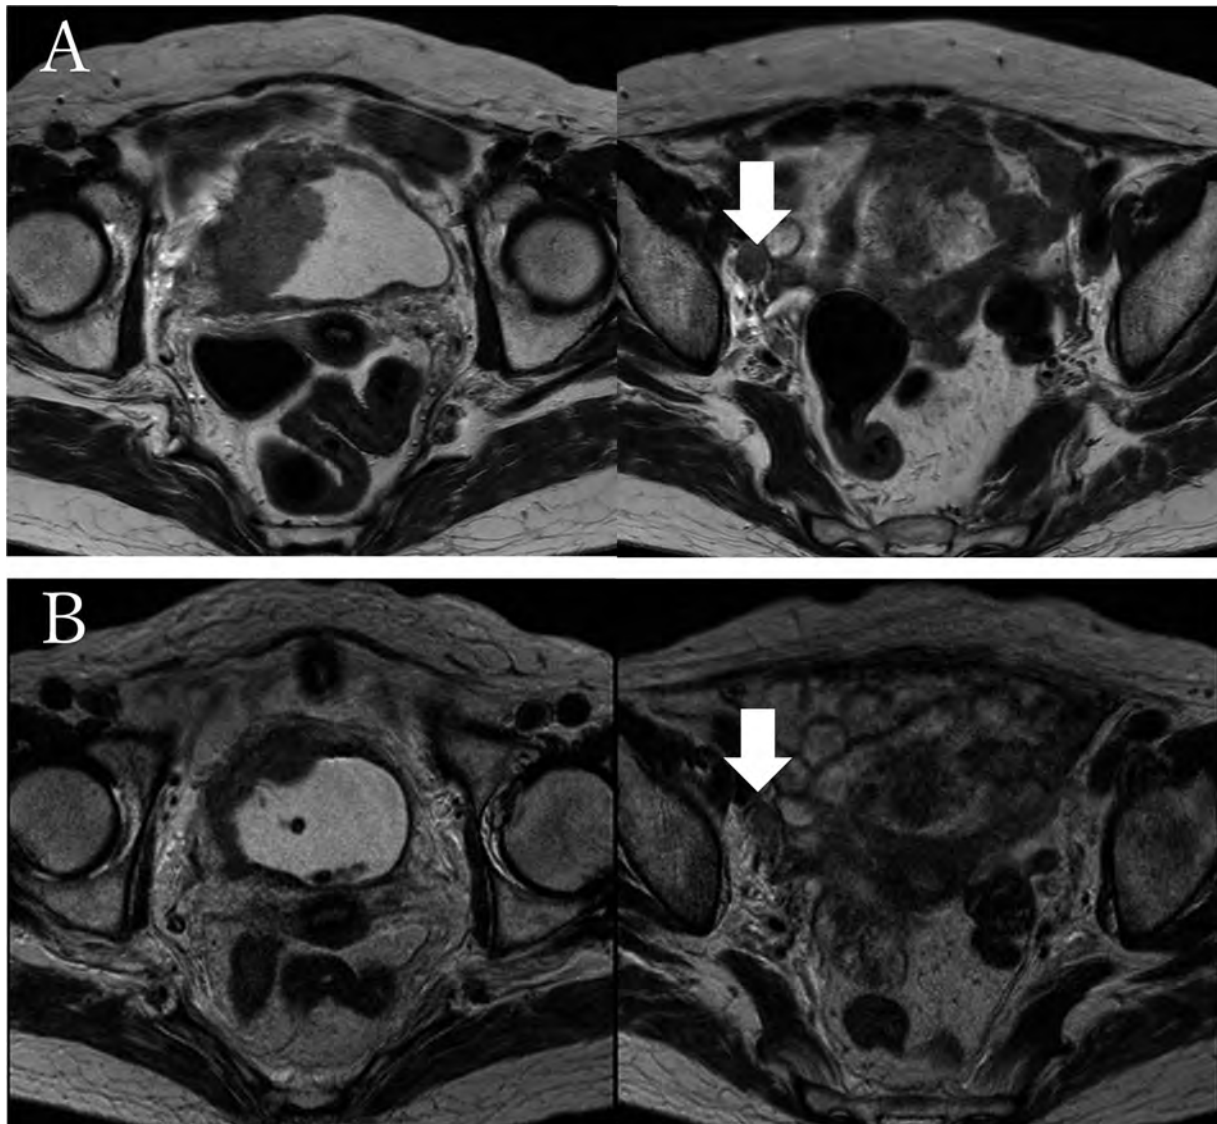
MRI (T2-weighted image) shows a bladder tumor invading the surrounding peripheral fat and an external iliac lymph node metastasis (A). MRI (T2-weighted image) shows the remaining tumor and a reduction ($\geq 30\%$) in size of an external iliac lymph node after TURBT and chemotherapy (B).
